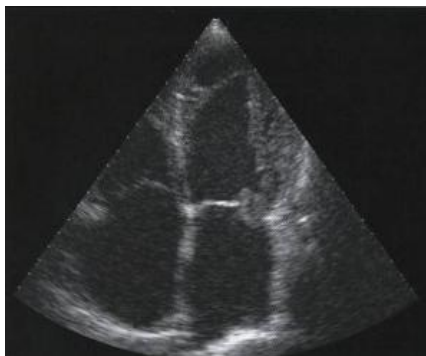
Картинка УЗИ в В-режиме
